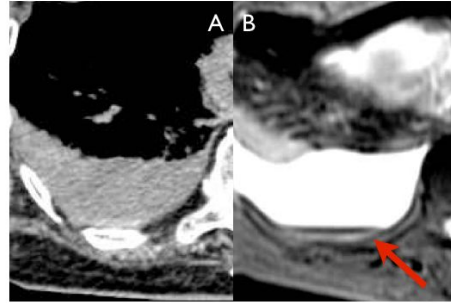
同一事例の右胸水 CT(A)及び MRI (B, T2 強調画像)。MRI では赤矢印の部分に血性成分が水平面を作る黒い信号として明瞭に描出されるが、CT ではやや不明瞭で、骨のアーチファクトなどの様にも見える。
